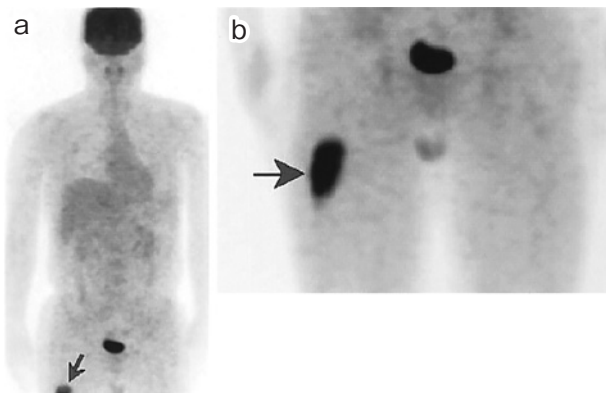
Fluorodeoxyglucose positron emission tomography images. a) Increased uptake was observed in the right femur (arrow). b) Additional imaging demonstrated the lesion with intense fluorodeoxyglucose accumulation in the lateral side of the right femur with a standardized uptake value of 7.1 (arrow).
